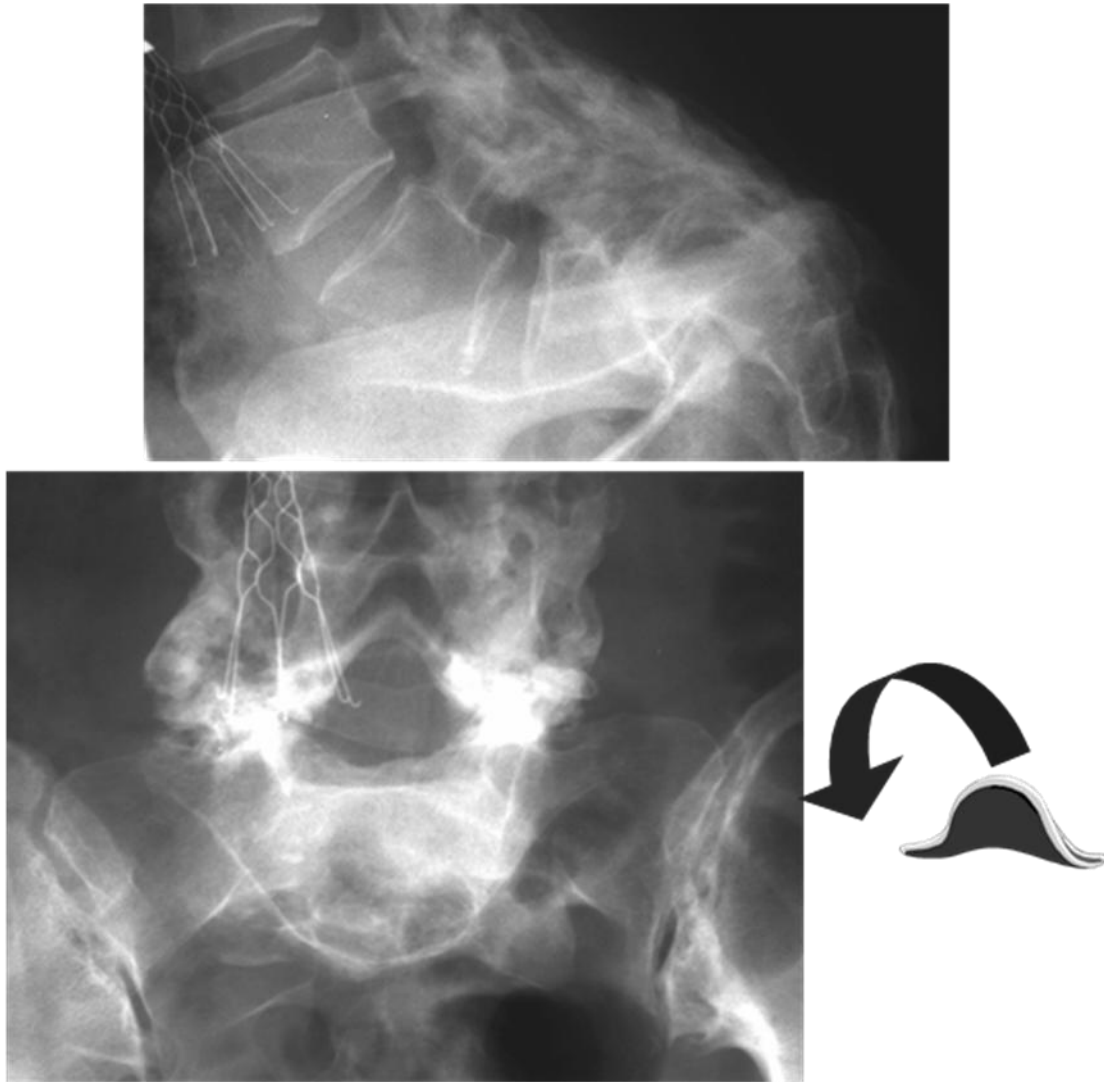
110. Radiografías lateral y AP de columna lumbar. Anterolistesis de L5 sobre el sacro, en la proyección frontal, los bordes anteriores de las apófisis transversas se continúan con el borde anterior de mismo cuerpo vertebral que se proyecta por delante del sacro adoptando la imagen de gorro invertido.
